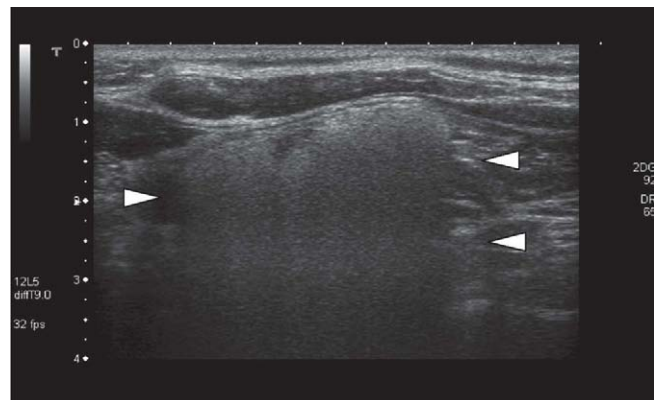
Ecografía supraclavicular en la que se observan imágenes difusas hiperecogénicas con reverberación posterior (puntas de flecha).
